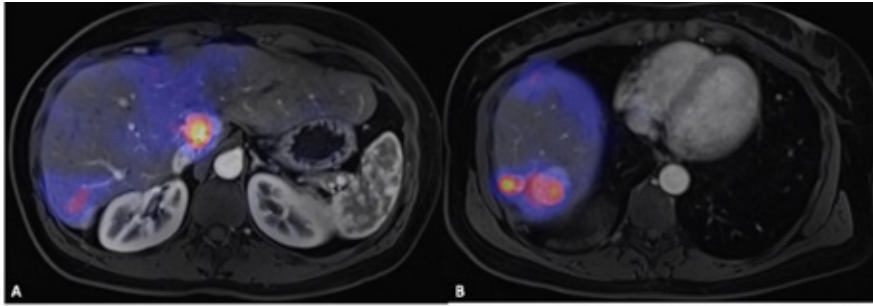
Fused images of liver MRI and SPECT-scan after injection with [^{99m}Tc]Tc-MAA injection. There is adequate targeting of liver metastases in segment I (image A) and metastases in segment VII and VIII (image B).
